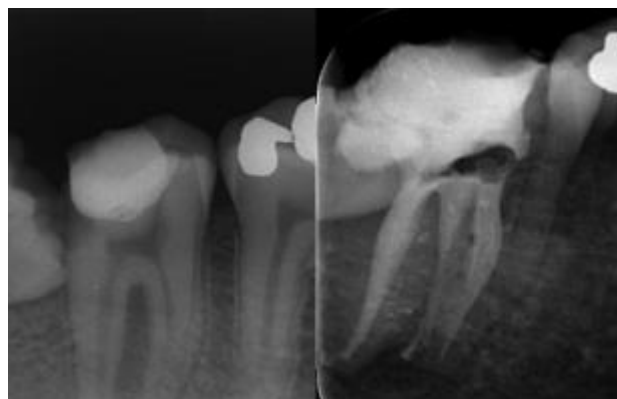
Radiografía preoperatoria del molar afectado en ortorradiol y la Rx final del tratamiento de conductos tomada desde mesiorradial, antes de realizar la extracción del cordal.
